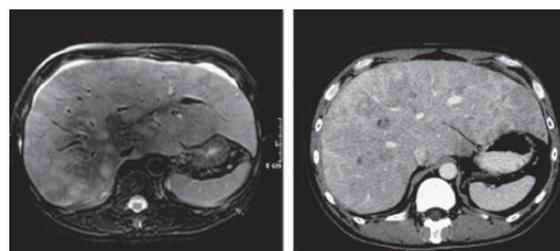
測定法の違いのみで見かけ上「増悪」と判断される同一病変のMRI像(左)とCT像(右)
